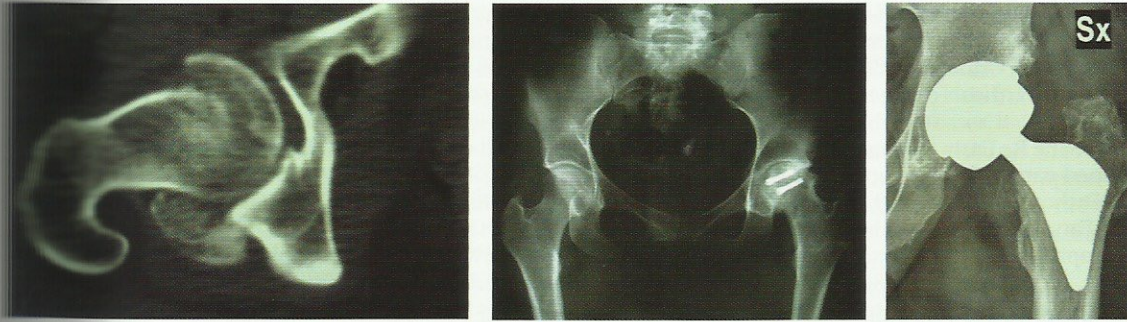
(A) Esame TC di un paziente di 30 anni con frattura intra-articolare della testa del femore tipo 1 di Pip-1. (B) L'esame radiografico dell'anca sinistra, eseguito dopo 6 anni dal trauma iniziale, mostra una degenerazione articolare dell'articolazione coxo-femorale, successivamente sostituita con artroprotesi (C).
